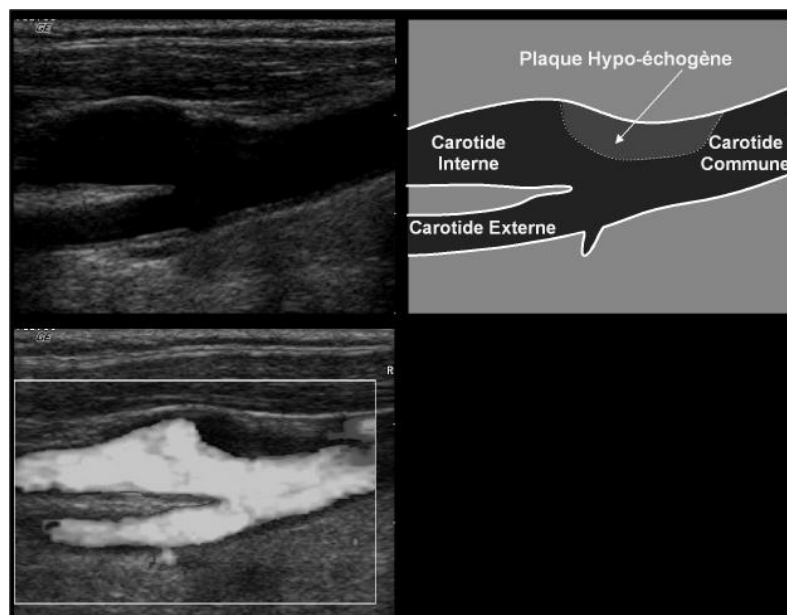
Plaque hypoéchogène révélée en mode doppler énergie (type 1).
